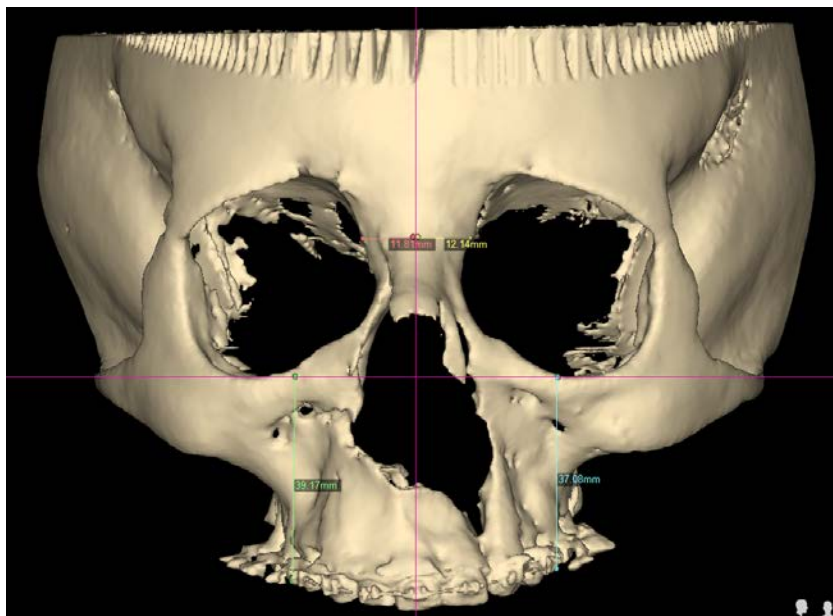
Tomografía para medición de simetría y se observa canteamiento del segmento menor. Cortesía del Esp. Raymundo Ramírez Lugo.
